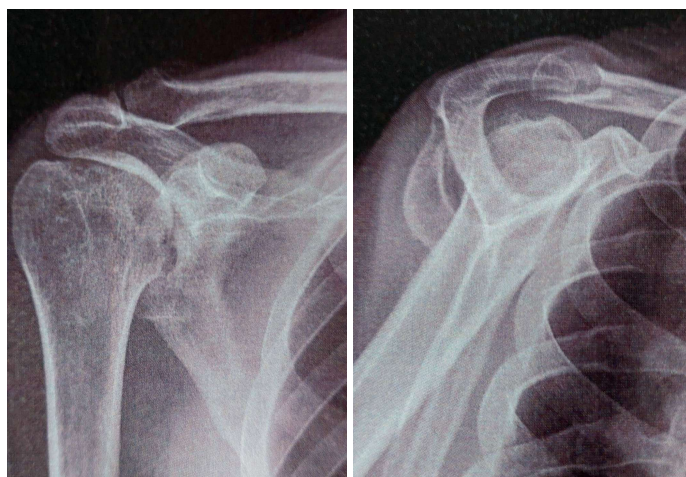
Radiografia em AP e perfil do ombro esquerdo, evidenciando diminuição do espaço articular glenoumeral, erosão e elevação da cabeça umeral.
